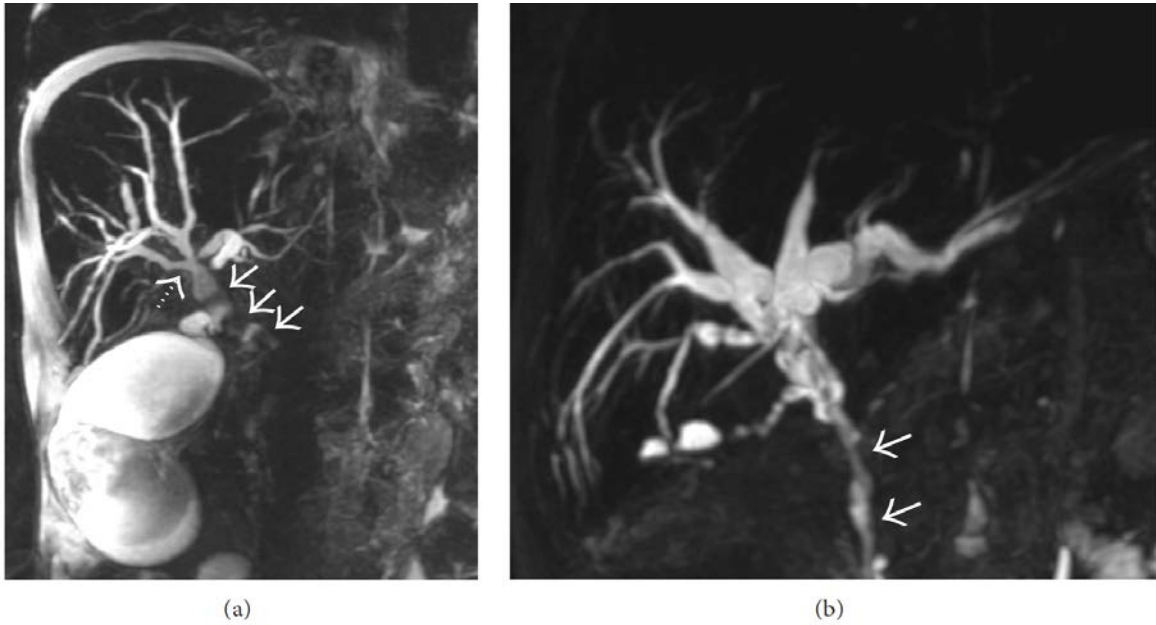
MRI 示门脉性胆管病（箭头示狭窄的胆管）
